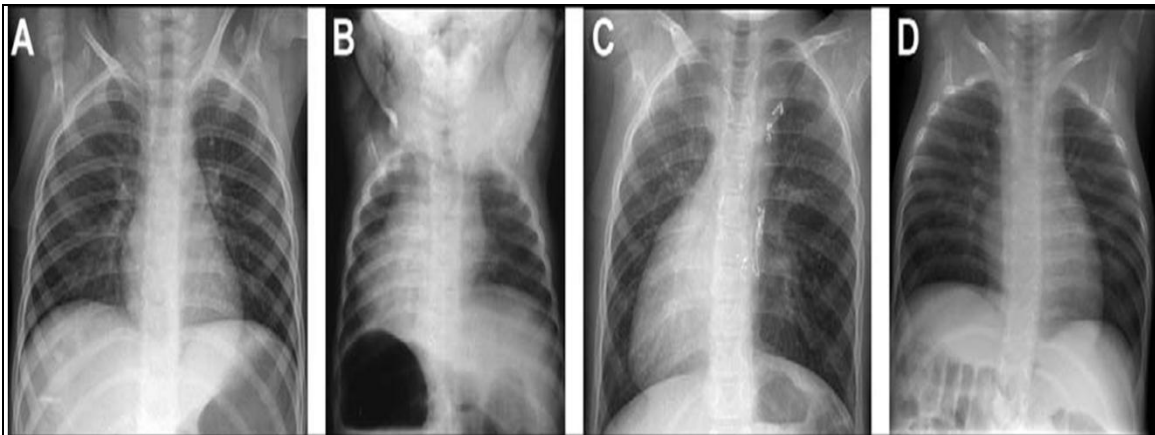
La imagen "A" corresponde a una radiografía de tórax normal, la imagen "B" a un *situs inversus* total, la imagen "C" a un isomerismo derecho y la imagen "D" un isomerismo izquierdo.
